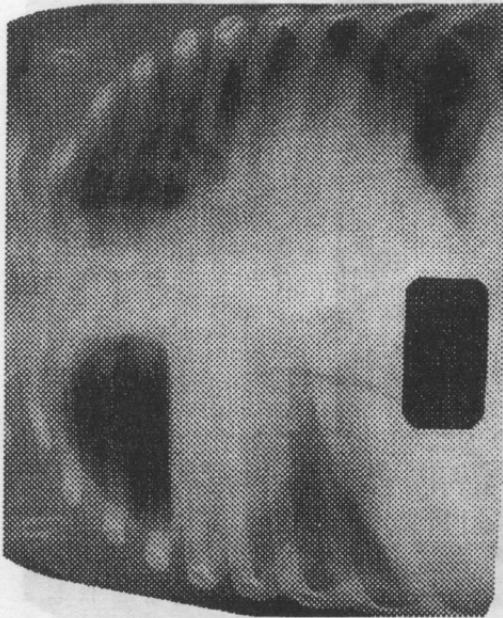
Radiografie. Bolnav în vîrstă de 3 ani. Radiologic s-a constatat: sinusul costo-diafragmatic pe dreapta și stânga fără modificări. Abces de dimensiuni mari în lobul pulmonar drept care comunica cu o bronchie; în abces nivel orizontal de lichid. Abces apărut după pneumonie stafilococică.
